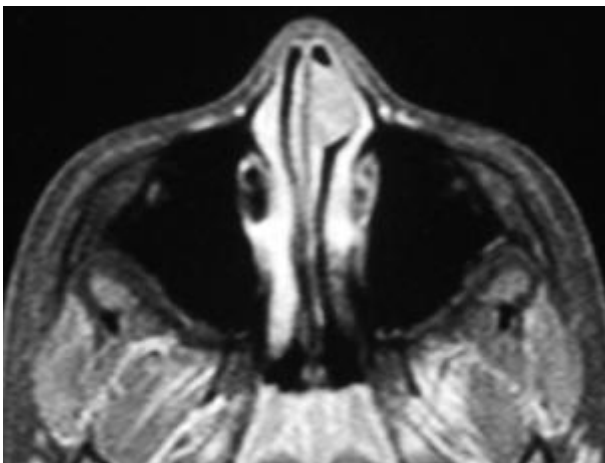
IRM en coupe axiale en séquence T1
